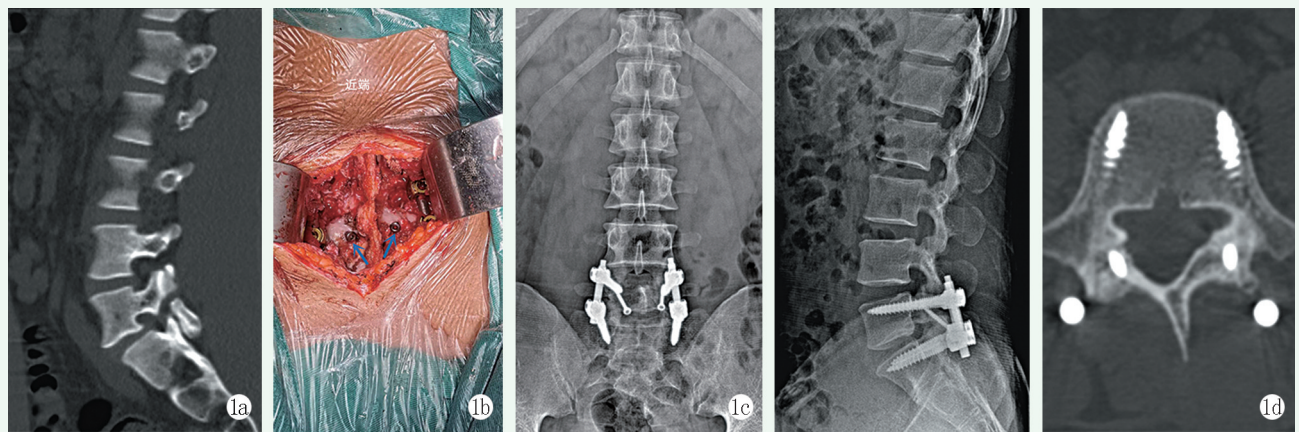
患者，男性，27 岁，运动后反复腰背酸痛 1 年 1a: 术前矢状面 CT 扫描可见 L₅ 峡部裂伴 I 度滑脱 1b: 术中椎弓钉与椎板钉构成“双稳定构型”内固定，蓝色箭头指示椎板皮质骨螺钉位置及方向 1c: 术后即刻腰椎正位 X 线片示内固定在位 1d: 术后即刻腰椎侧位 X 线片示滑脱复位 1e: 术后 9 个月 CT 横断面扫描可见峡部骨性愈合，内固定位置良好
